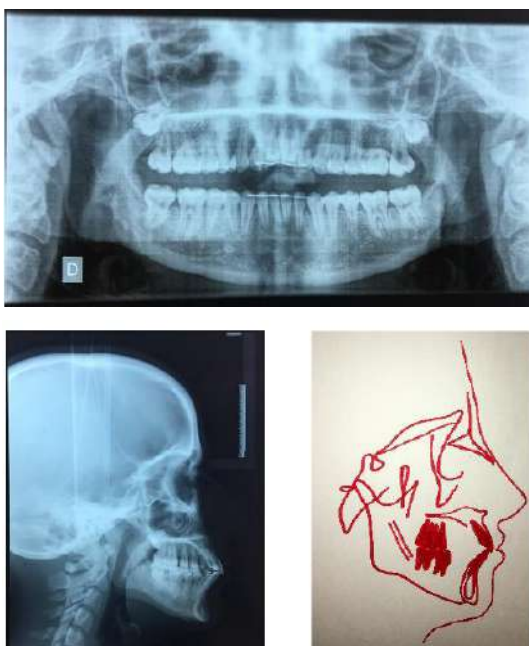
Bilan radiographique de fin de traitement et le tracé céphalométrique
